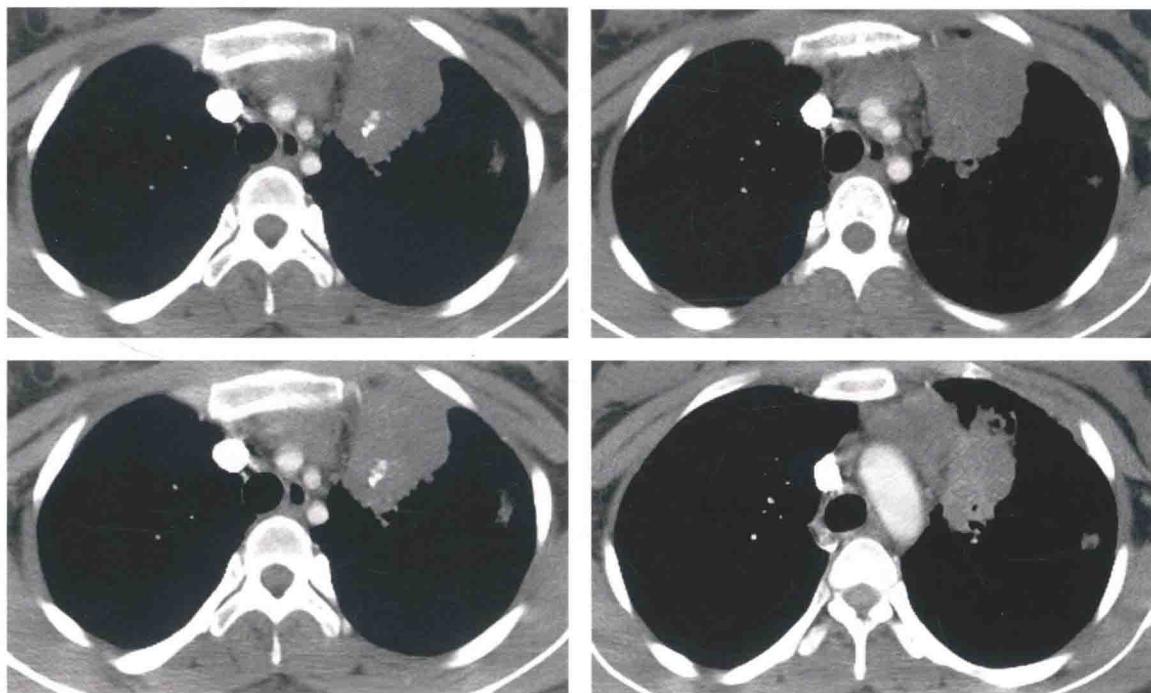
胸部增强 CT 纵隔窗图像 (2013-07-04)
